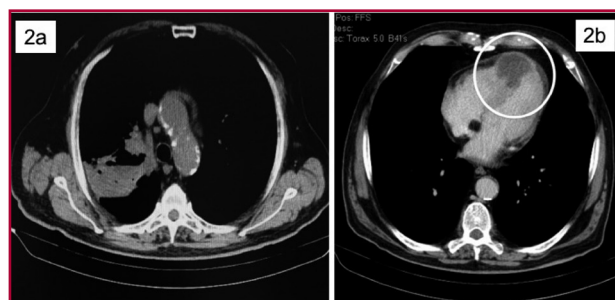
Tomografía computarizada. 2a. Cáncer de pulmón en el lóbulo superior derecho. 2b. Infiltración miocárdica en el ápex y el tabique interventricular
